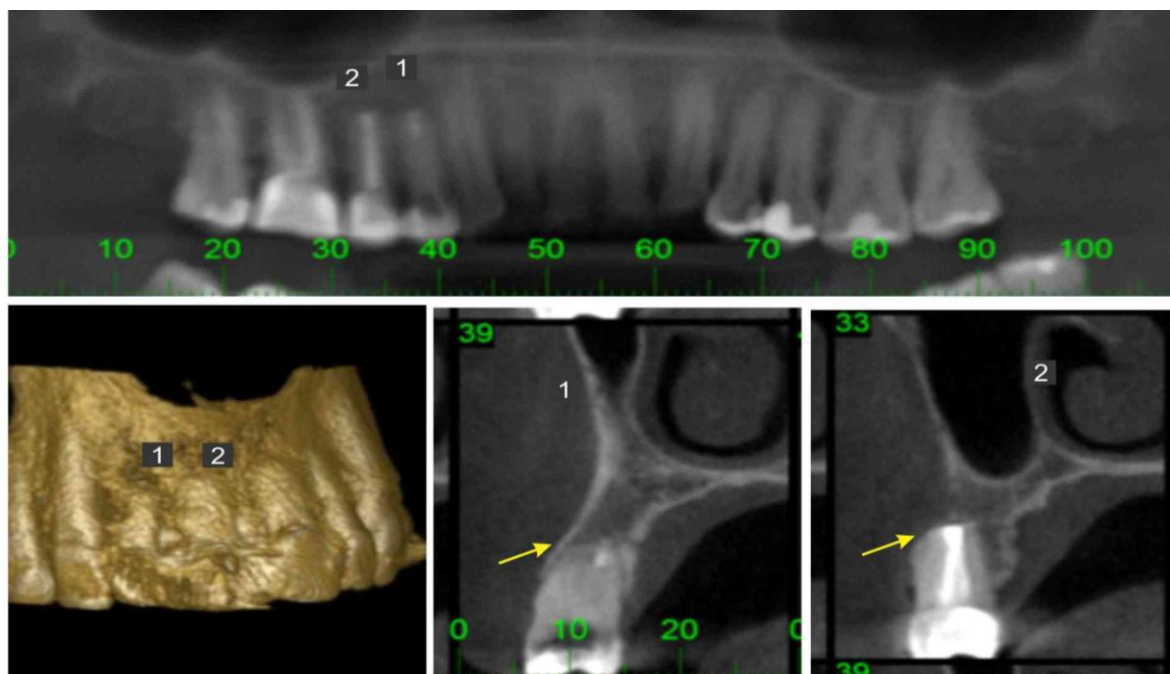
Paciente D; tomografia final: dente 1 (primeiro pré-molar superior direito) medida VP= 0; medida IA= 0. Dente 2 (segundo pré-molar superior direito) medida VP= 0; medida IA= 0.
